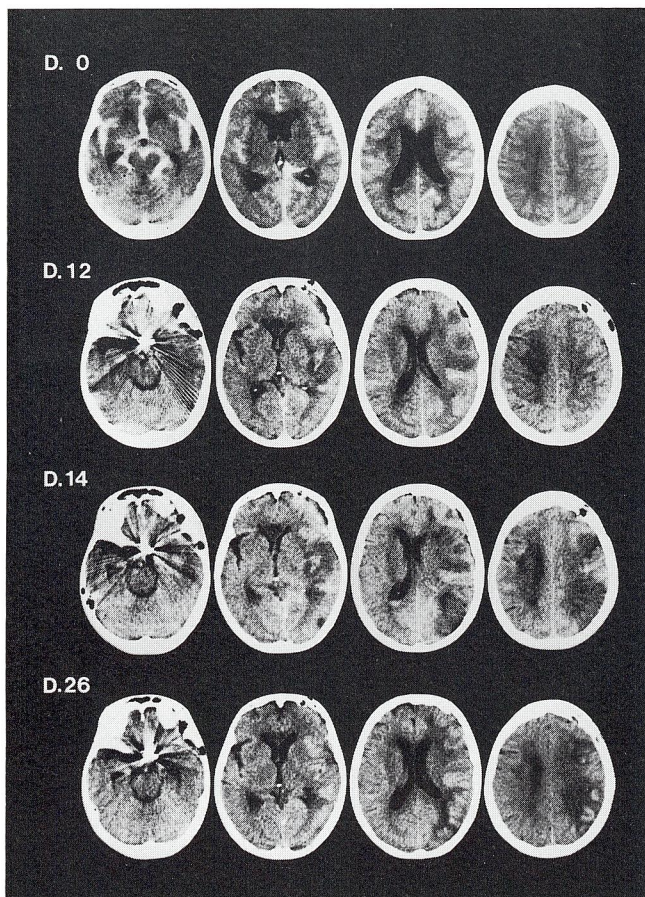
A Case 7 : Serial CT scans.
